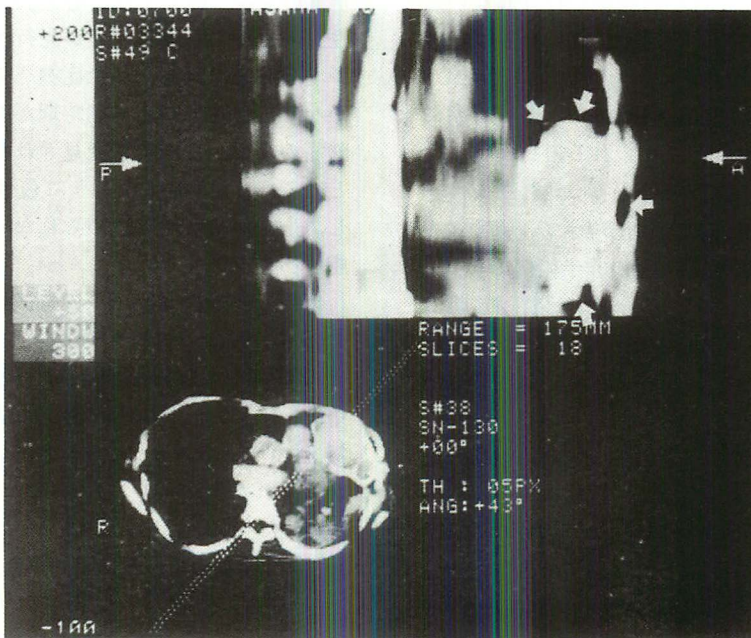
Reconstruction image of the CT scan.
